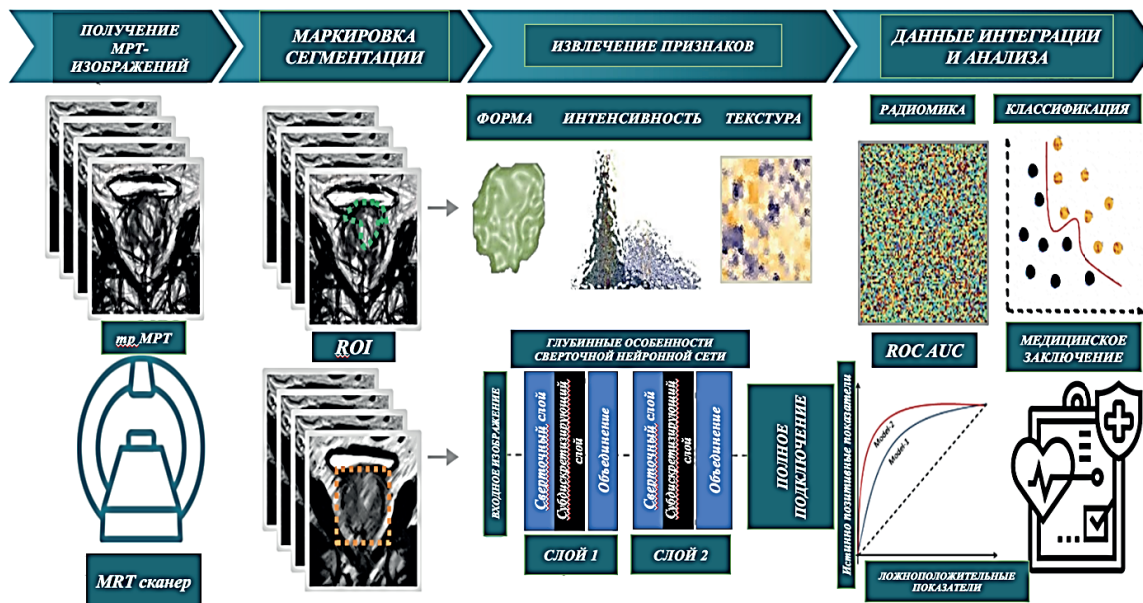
Этапы радиомики для анализа МРТ-изображений предстательной железы
